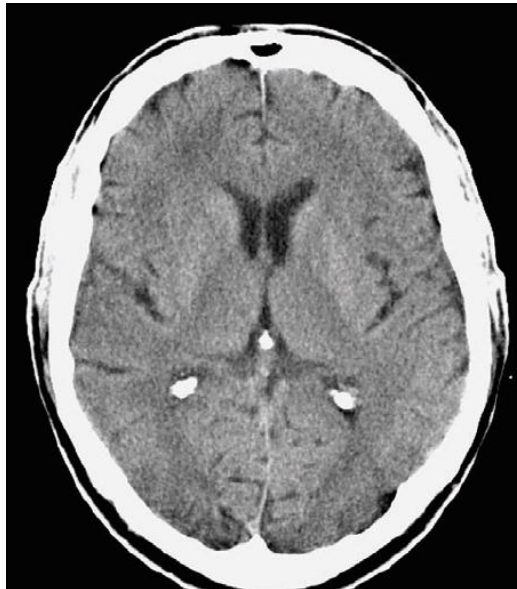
TC craneal axial en T1 a nivel de núcleo caudado. (Moeller & Reif, 2007)
